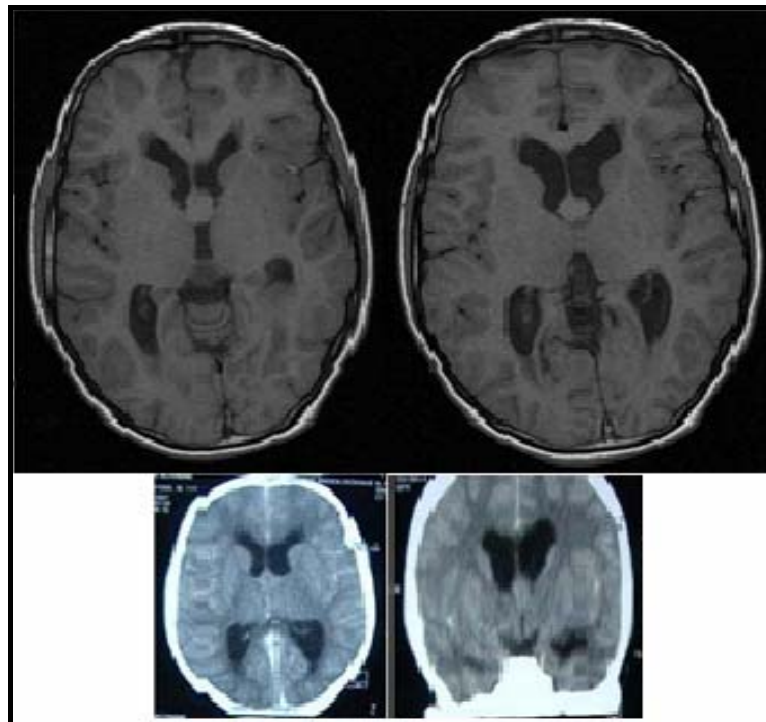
TDM et IRM postopératoires du patient n°18.
